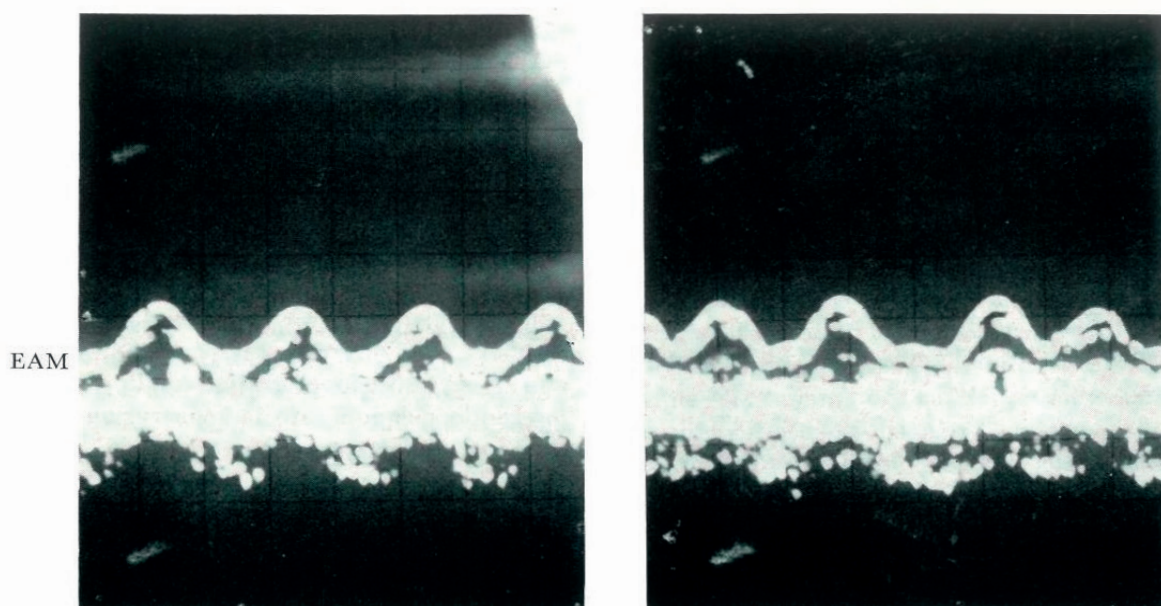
C. Angelo (caso n. 5). - Registrazione ecografica del movimento dell'anello mitralico in fase di scompenso ventricolare sinistro acuto (a sinistra) e 25 minuti primi dopo aver praticato 0,4 mg di Lanatoside C endovena (a destra).
